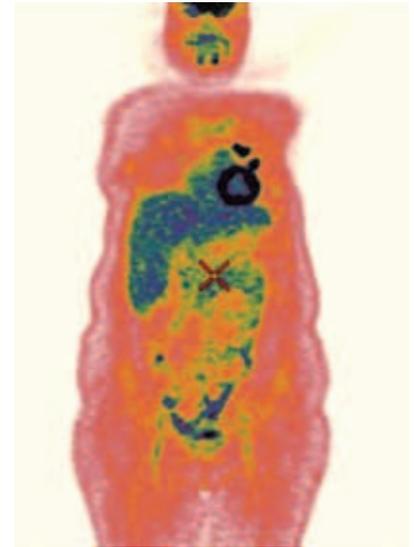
ПЭТ КТ от 5 октября 2018 г.: положительная динамика
